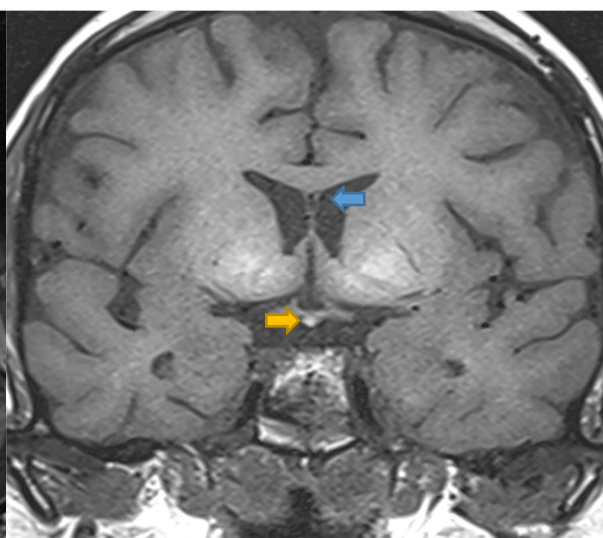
RM coronal s/c secuencia turbo spin eco en T1: aprecia tallo hipofisiario hipoplásico retroquiasmático (flecha amarilla) y pequeño cavum del septum pellucidum (flecha azul).
